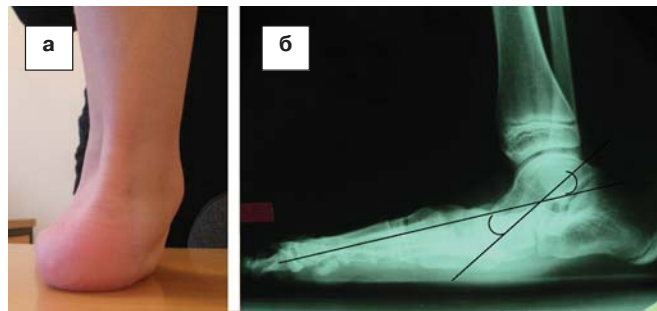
а) Набута плоско-вальгусна деформація стопи у хворого Г., б) фотовідбитки рентгенограми стопи до операції в боковій проекції в навантаженні: таранно-1 плесновий кут відкритий дорсально й становить 25° (норма – 10°±3,5°).
